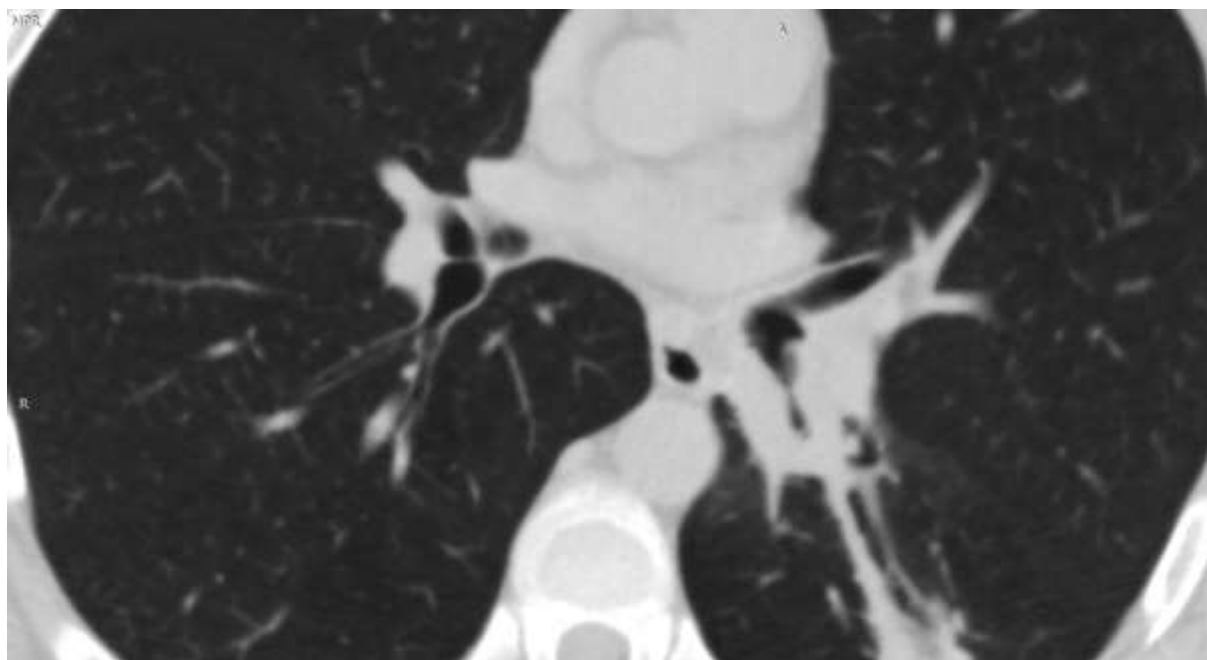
Рентгенологические признаки сужения просвета бронха
